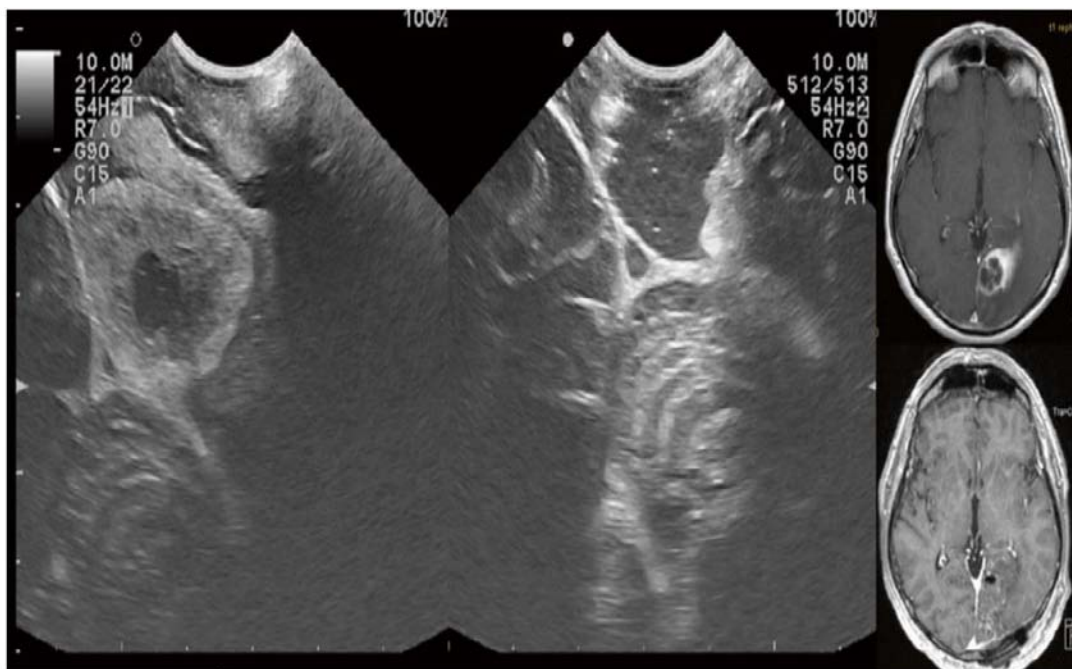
Image échographique tangentielle d'une métastase supratentorielle près de la faux du cerveau à l'aide d'un transducteur à réseau courbe. Représentation de la tumeur après l'ouverture durale avant le début de la préparation de la tumeur (gauche). Scanner final après l'ablation de la tumeur (droite).
